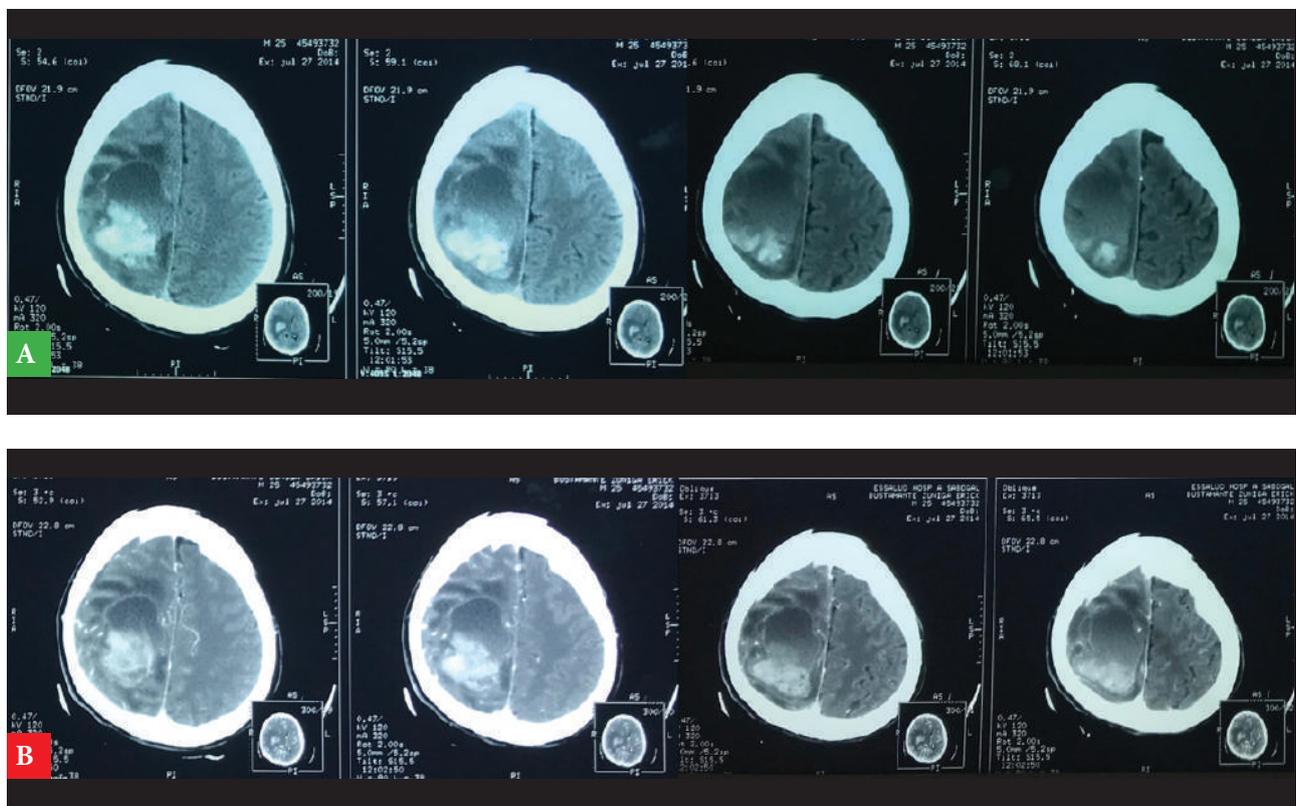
Tomografía cerebral a) sin contraste y b) con contraste.
